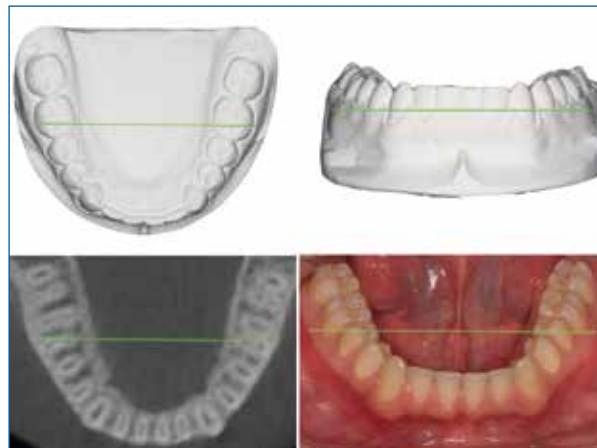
Representación de la Distancia Maxilar Inferior en Modelos, CBCT y Fotografía Intraoral.
